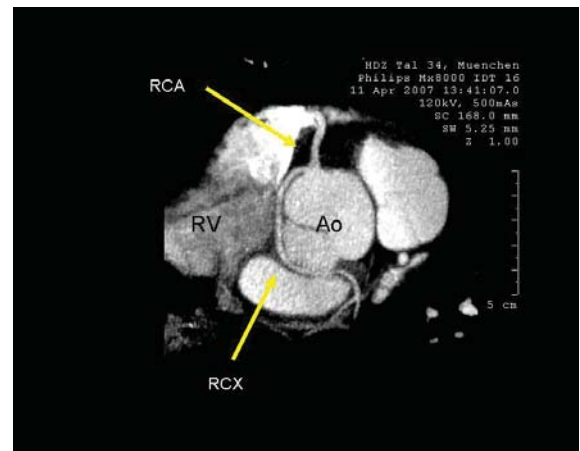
Kardio-CT. 2D-Rekonstruktion (MIP). Ausschluss einer koronaren kalzifizierten Atherosklerose sowie Ausschluss einer stenosierenden KHK. Erstdiagnose einer Koronaranomalie. Der RCX entspringt aus dem Ostium der RCA und verläuft zunächst rechts lateral zwischen Aorta ascendens (Ao) und rechtem Ventrikel (RV), um dann unmittelbar dorsal der Aorta an die laterale Wand des linken Ventrikels zu ziehen.
